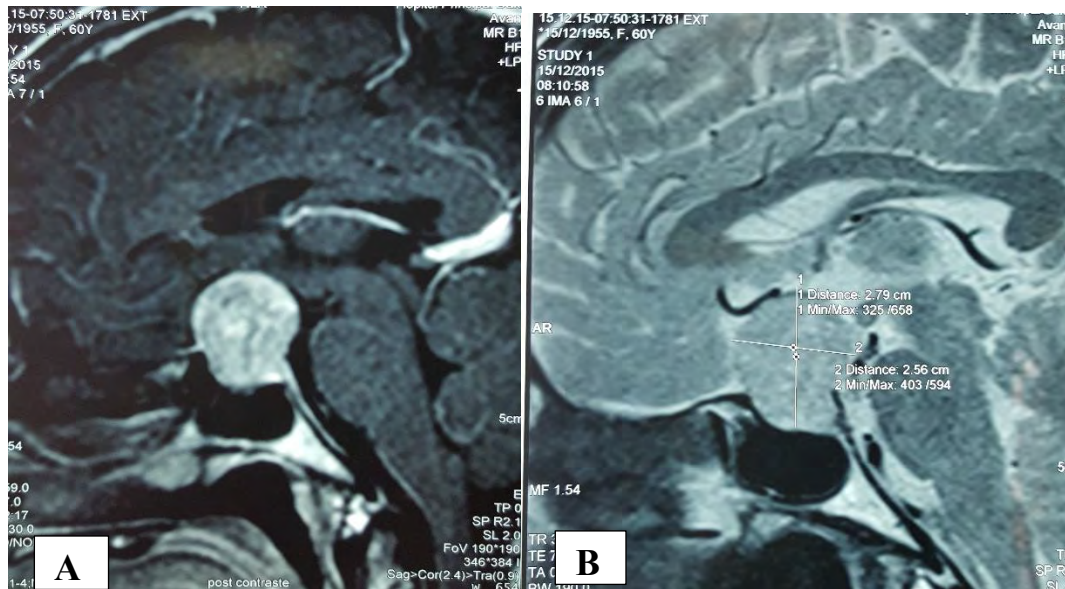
TDM cérébrale injectée. Macro adénome hypophysaire
